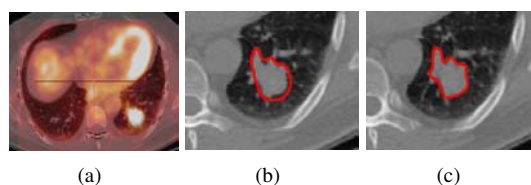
Effet de moyennage : (a) images TEP et TDM superposées. (b) Segmentation d'une tumeur pulmonaire avec une formulation vectorielle et (c) avec un paramètre $\lambda(\mathbf{x})$ variant spatialement.
